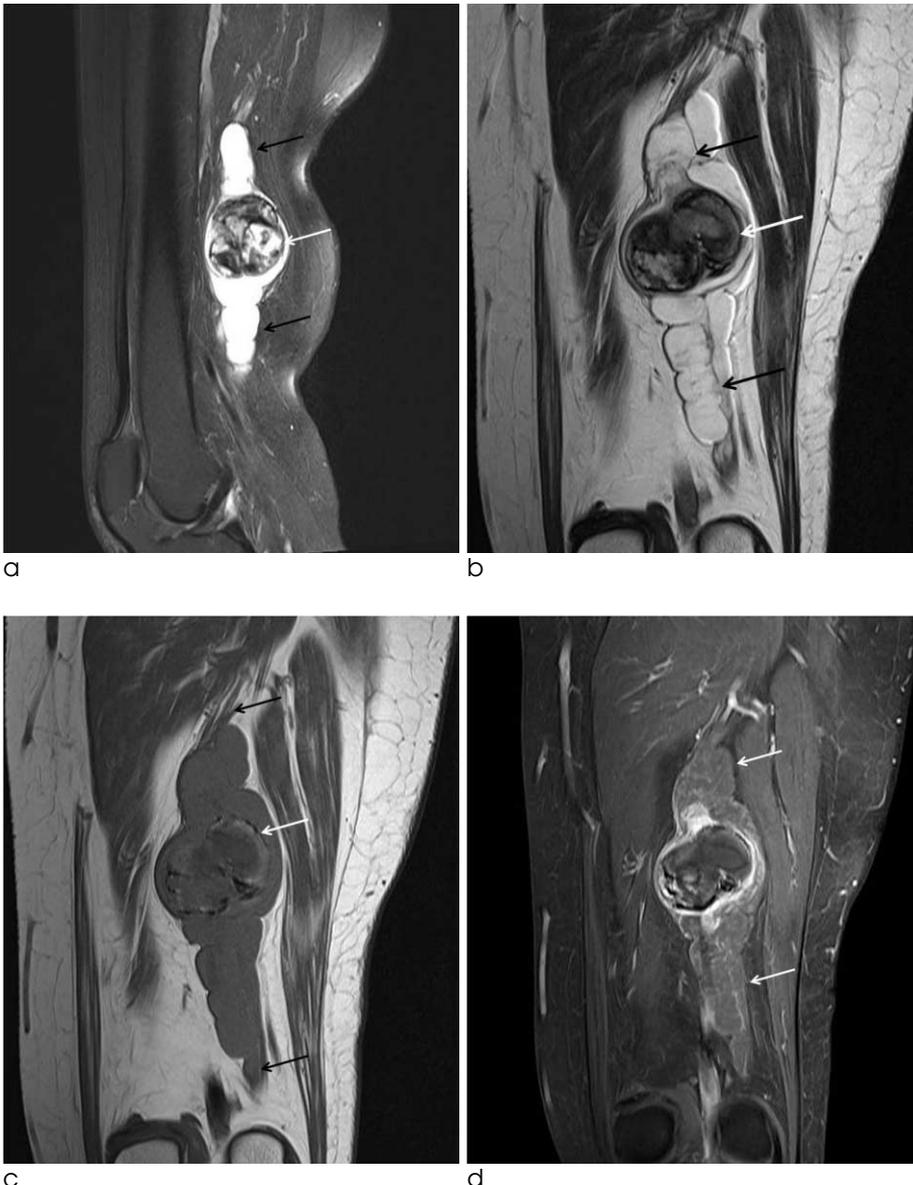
Sagittal fat suppressed T2-weighted (a) and coronal T2-weighted (b) MR images show heterogeneous signal intensity mass (white arrow) associated with the multinodular, non fat-suppressed high signal lesions with proximal and distal extension in the sciatic nerve (arrows). The mass shows heterogeneous low signal intensity with mixed high signal intensity and peripheral dark signal rim (white arrow) on coronal T2 and T1-weighted image (b, c). Longitudinal extension of the low signal intensity fusiform or multinodular lesions adjacent to the mass along the sciatic nerve (arrows) on coronal T1-weighted image. Contrast enhanced coronal fat suppressed T1-weighted image (d) shows heterogeneous nodular and peripheral enhancement of the mass including non enhanced focus. However, plexiform-multinodular lesions along the sciatic nerve show no enhancement (white arrows).
